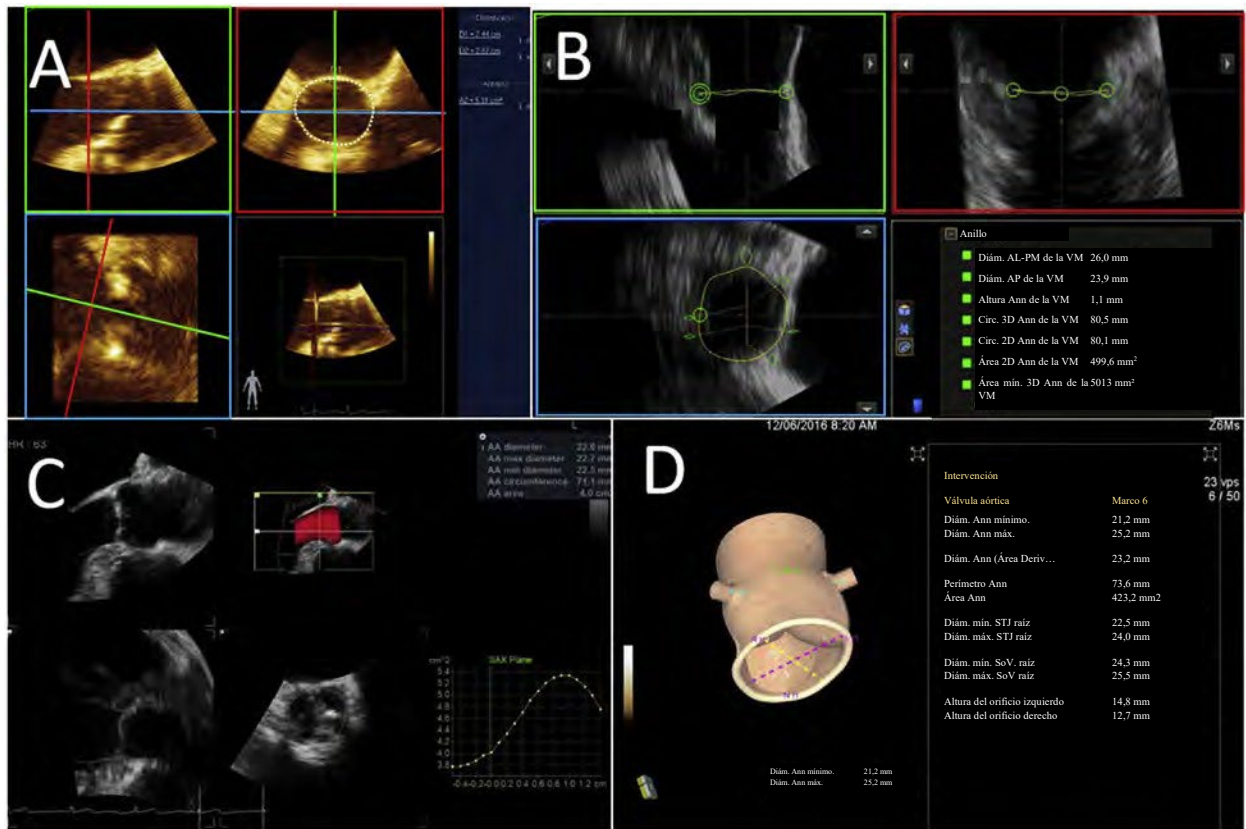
Mediciones del anillo aórtico (AA). Se adquiere una adquisición 3D ampliada definida por el usuario después de optimizar la velocidad del marco al limitar el tamaño del volumen. La planimetría directa (A) es el método más frecuente para medir el área anular y el perímetro, pero el ruido acústico o el sombreado (generalmente de las valvas calcificadas) pueden provocar imprecisiones. Los métodos indirectos han sido validados mediante CT (B), que permite el uso de planos ortogonales de eje largo para definir los puntos alrededor del anillo. Se han desarrollado múltiples paquetes de software automatizados (C, D), pero carecen de validación contra otras modalidades. AL: anterolateral; Ann: anular; AP: anteroposterior; Circ: circunferencia; Diám.: diámetro; PM: posteromedial; SoV: senos de Valsalva; STJ: unión sinotubular.
